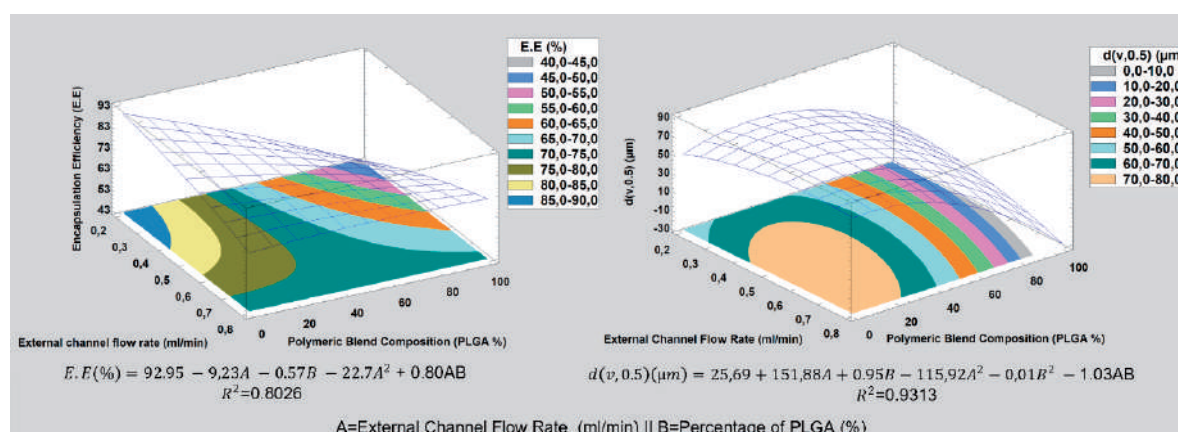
Surface-response graphs for encapsulation efficiency and particle size of IND-loaded microspheres prepared by ultrasonic atomization accordingly to the experimental design
